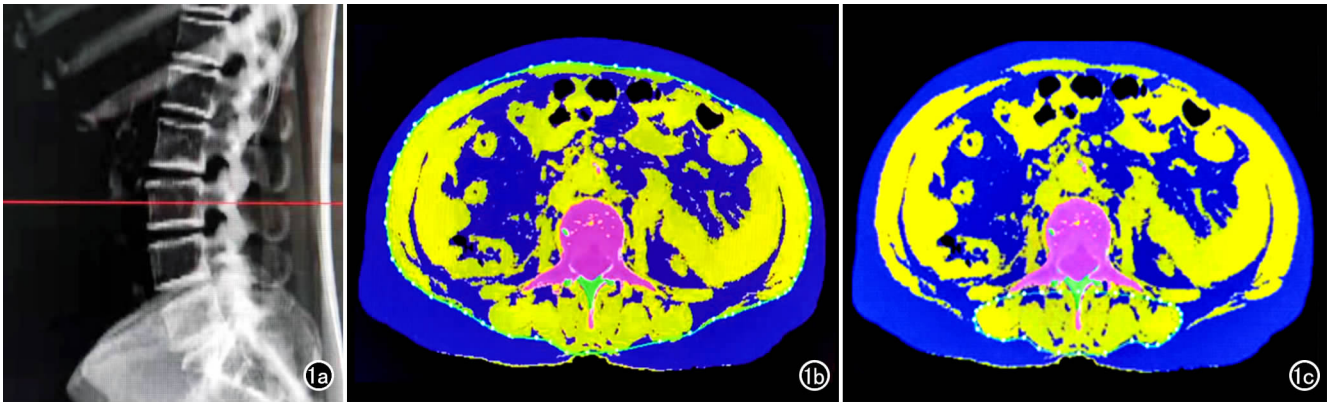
胃癌患者术前 CT 图像导入 QCT PRO 软件的分析方法。a)在定位像上选择 L₃ 椎体中部水平;b)选择软件中的 tissue composition 功能,软件自动勾画出腹内脂肪与皮下脂肪的分界,即可自动分析计算出 VFA 及 SFA;c)沿多裂肌及竖脊肌边缘人工勾画其轮廓线条,确定 L₃ 椎后肌群的感兴趣区,软件按照预设阈值自动区分肌肉及脂肪进而计算获得 MFI。
